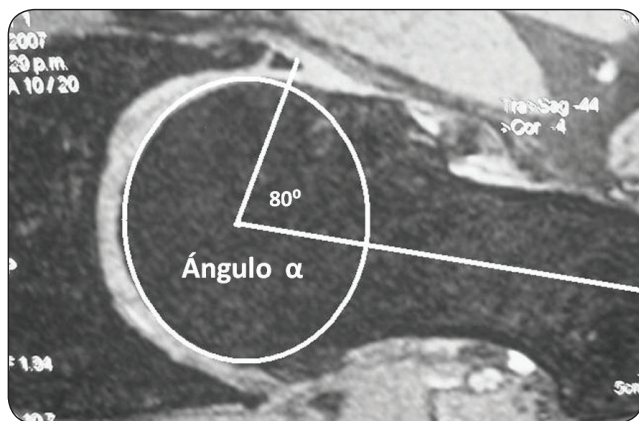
RM de la cadera con el ángulo alfa trazado en un caso evidente de PFA tipo cam con ángulo aumentado, en este caso de 80° .
